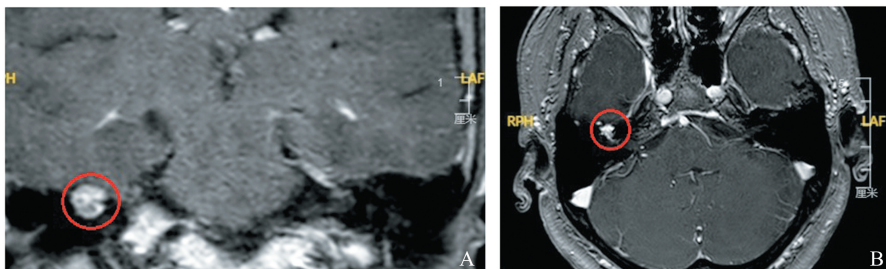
颞骨增强 MRI 提示右侧鼓室占位,增强明显强化(红色圆圈)
